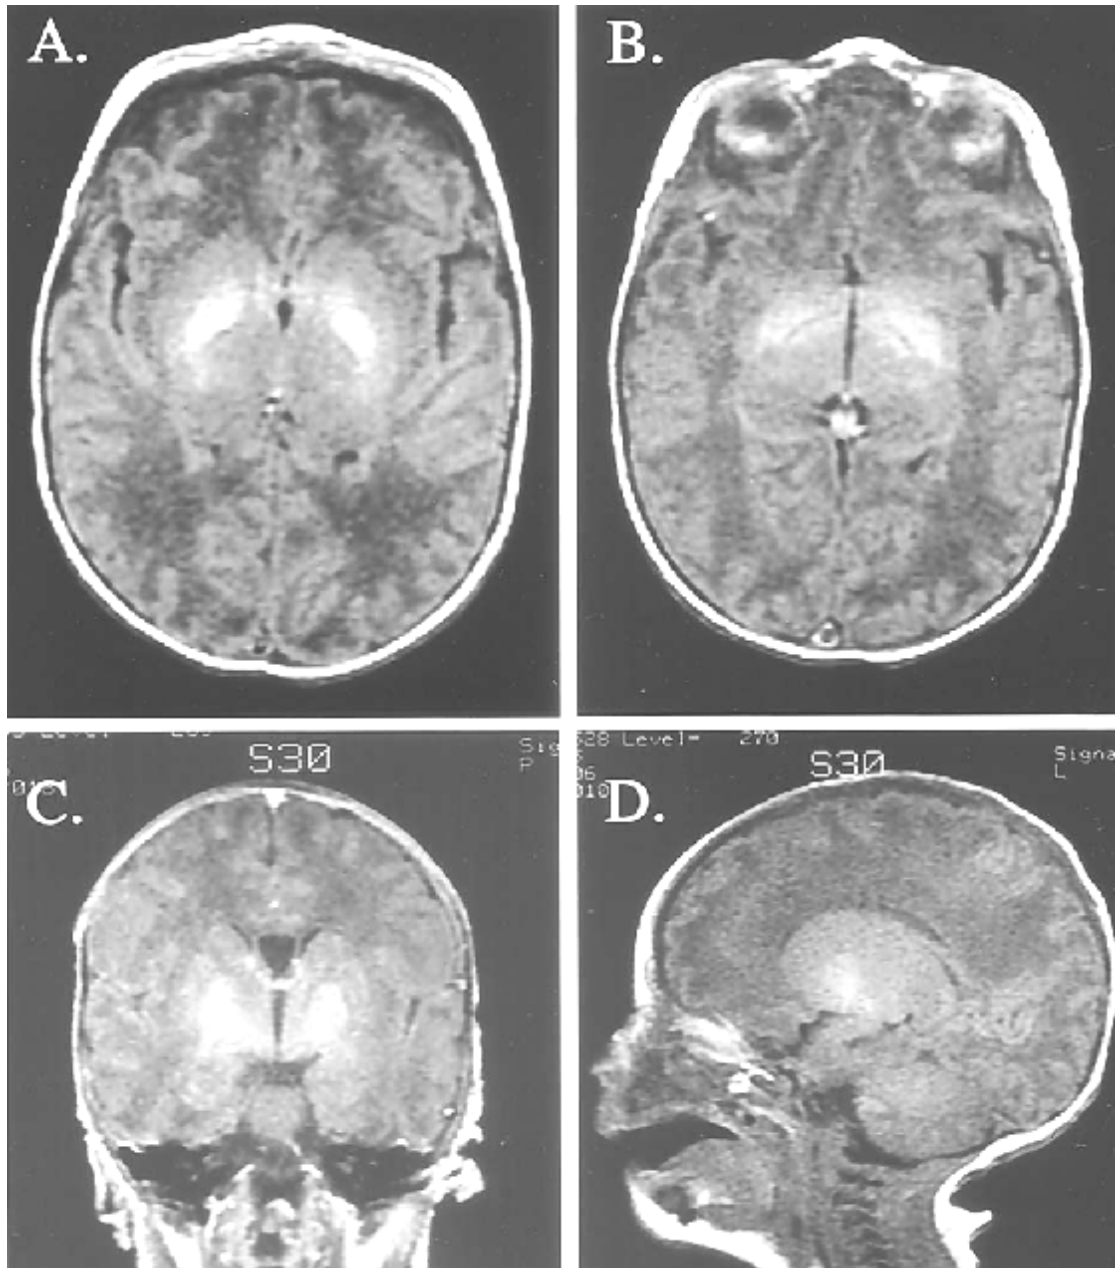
IRM d'un nouveau-né à l'âge de 6 jours évoquant un ictère nucléaire.
